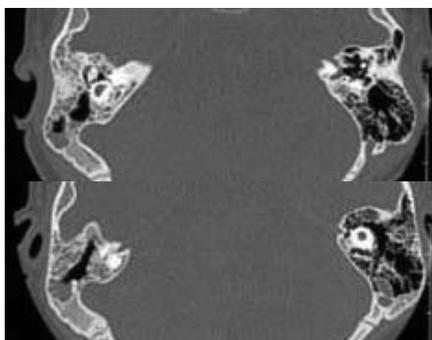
TC in proiezione assiale di una aplasia cocleare
